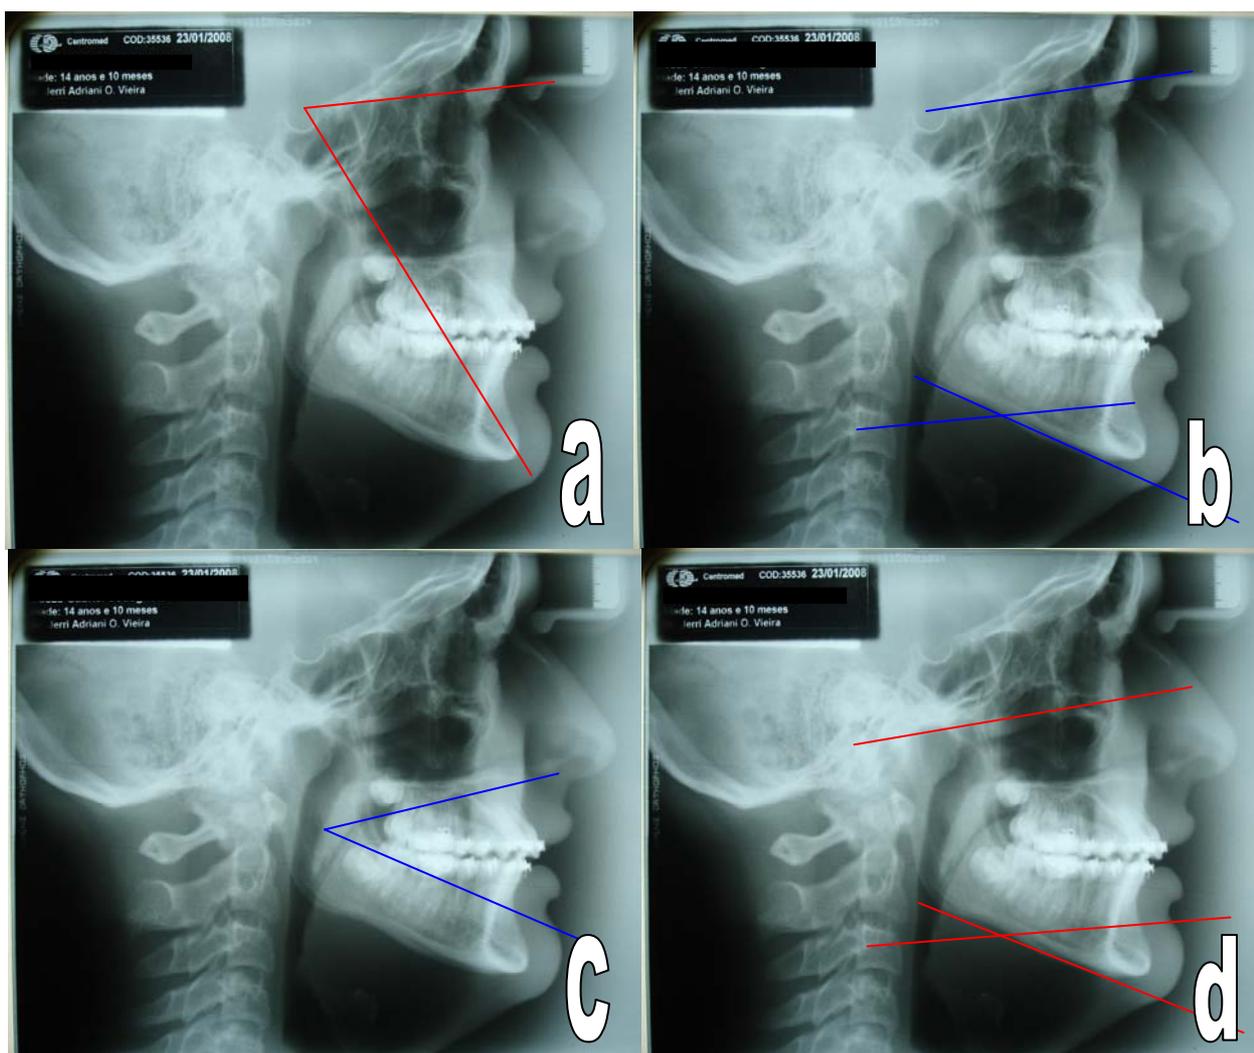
Telerradiografias finais com traçados cefalométricos em 23/01/08. a) SN/SGn (65); b) SN/GoMe (32); c) AFAI (41); d) FMA (25).
